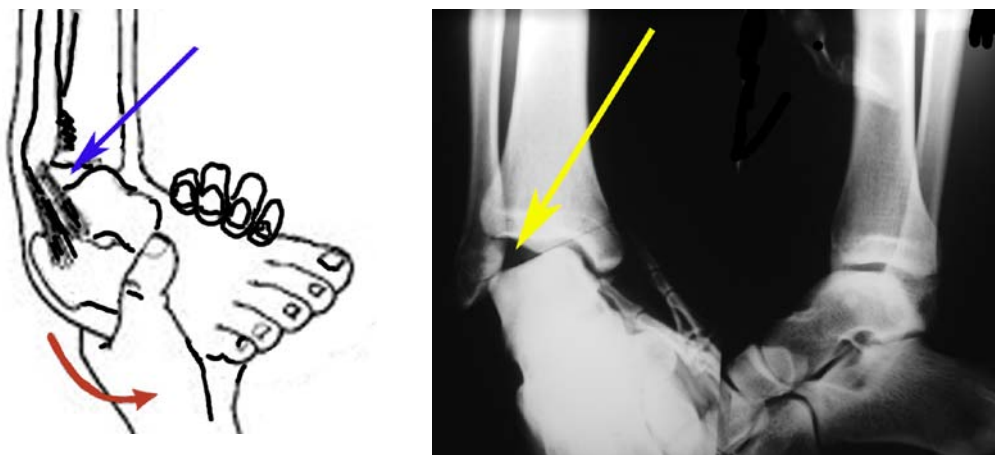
Radiografía forzando el movimiento con la mano del radiólogo (bajo stress). Se observa la pérdida de contacto articular del tobillo, lo que indica ruptura de los ligamentos e inestabilidad (aguda o crónica)
